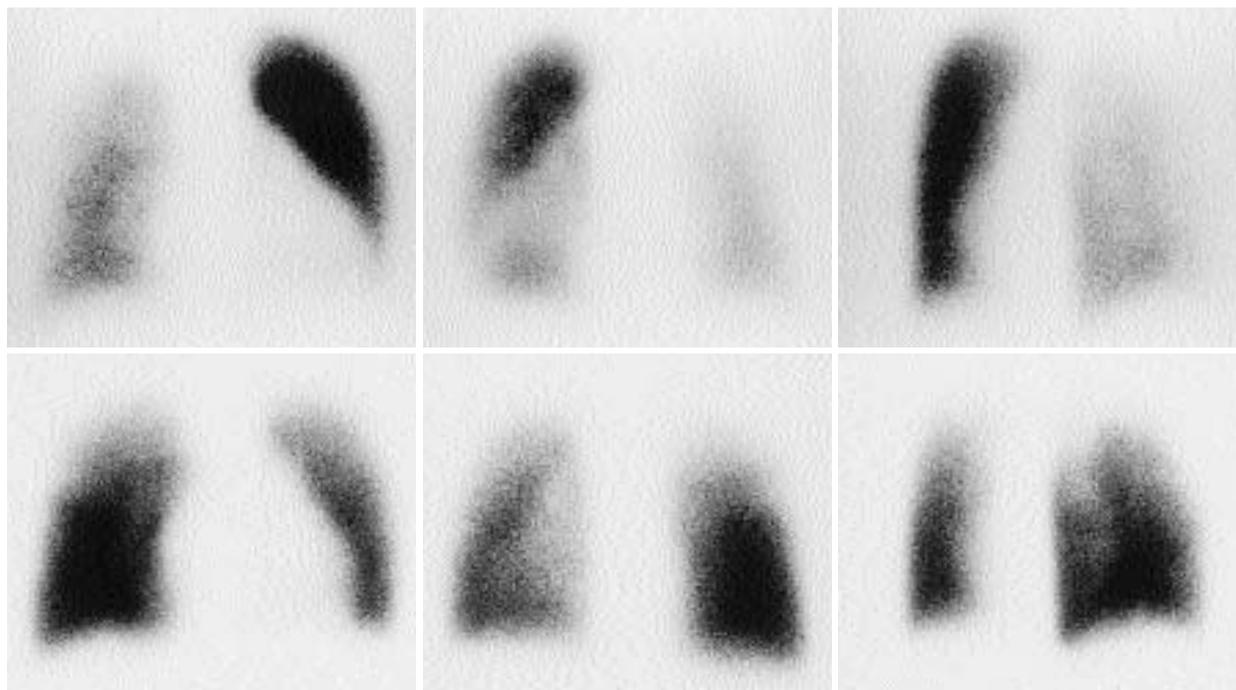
Pulmonary perfusion technetium-99m scintigrams
